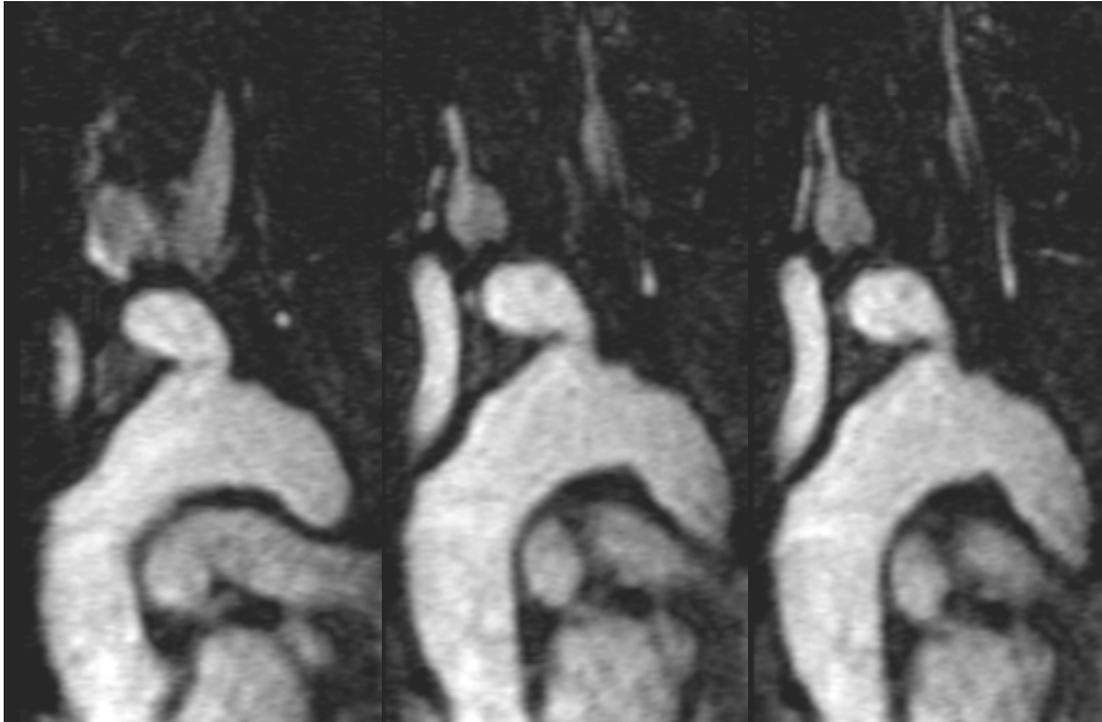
Estudio de angioresonancia de misma paciente de la figura previa; se identifica obliteración de la arteria carótida y subclavia izquierda.
